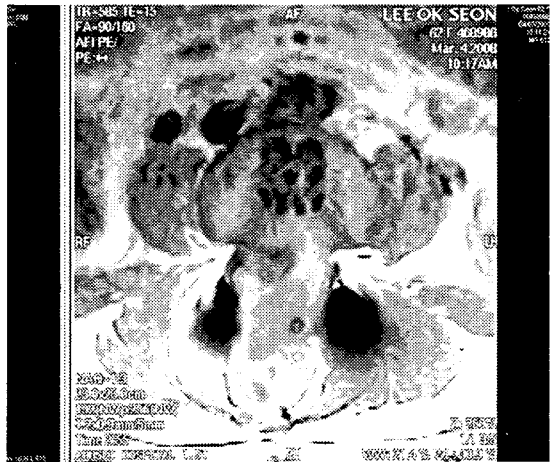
L-spine MRI (2008. 03. 04)
